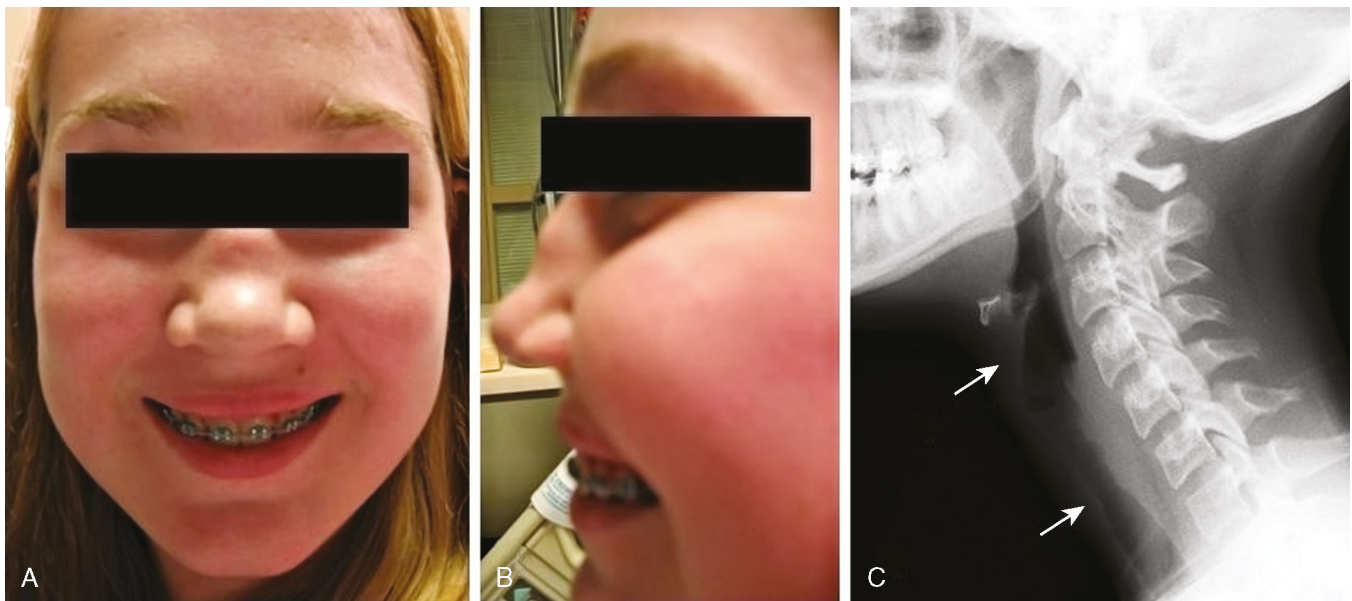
A e B. Vista anteriore e laterale di una deformità con naso a sella in una adolescente affetta da granulomatosi di Wegener. C. Segmento di irregolarità tracheale posteriore sottoglottica (tra le frecce) in una radiografia laterale del collo della stessa paziente.
